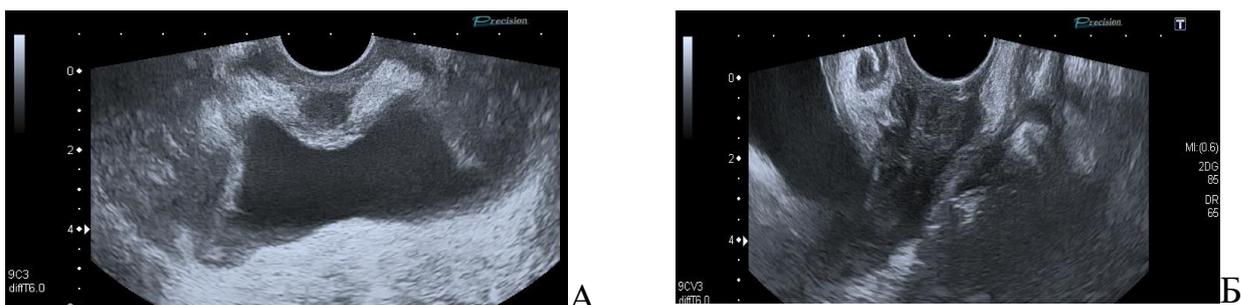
В-режим, поперечный срез. А – 2D-УЗИ, передние и задние рукава импланта (Ia подгруппа), расположенные в гипоэхогенных туннелях, 3 сутки после операции; mesh установлена по поводу опущения стенок влагалища с цистоцеле, НМ. Б – 2D-УЗИ, расположение рукавов сетчатого импланта при натуживании спустя месяц после троакарной установки импланта по поводу опущения стенок влагалища с ректоцеле, энтероцеле. Затруднение дефекации купировалось после операции.
